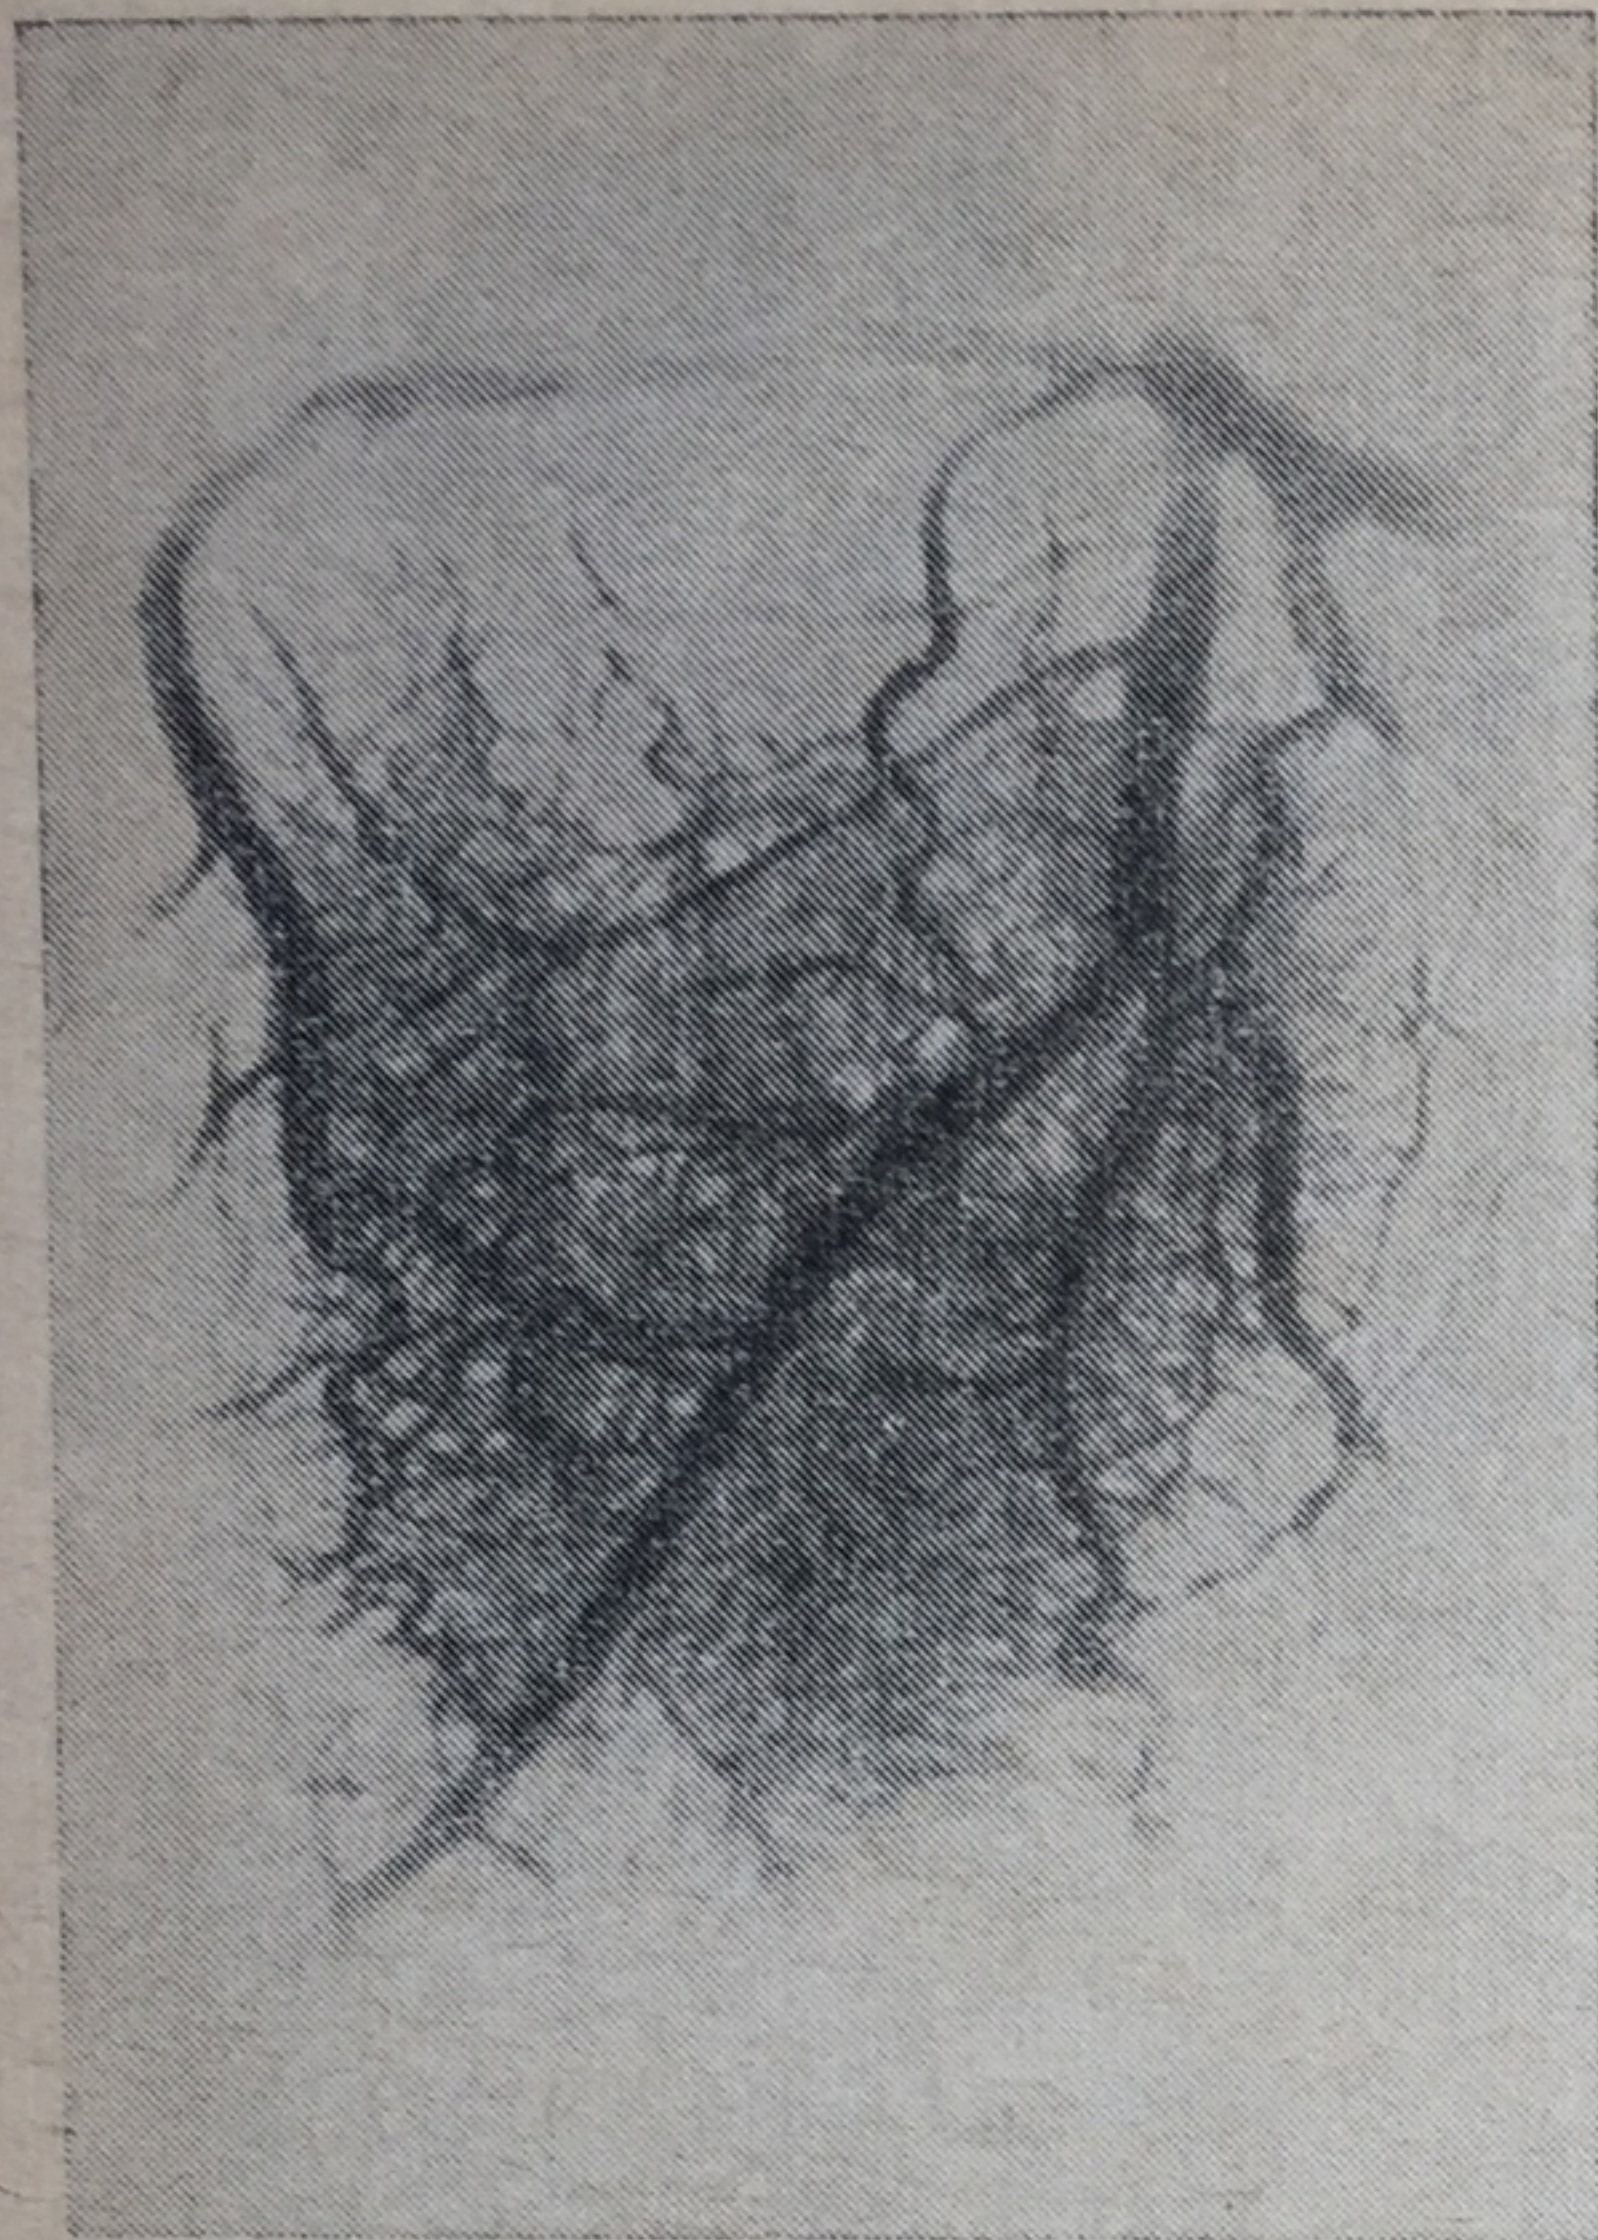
Левый тип кровоснабжения сердца (ангиорентгенограмма).
